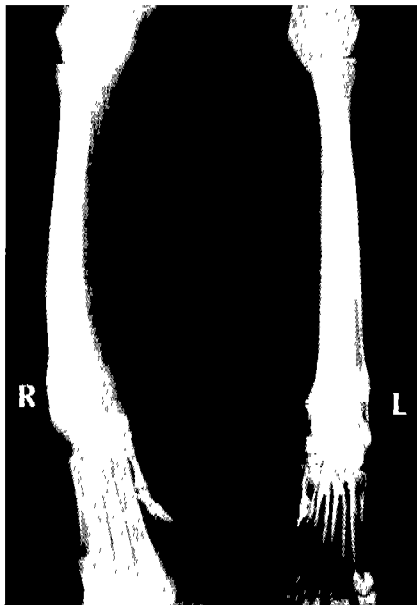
Dorsoventral view of compared radiograph : pronation and subluxation of the right carpus
